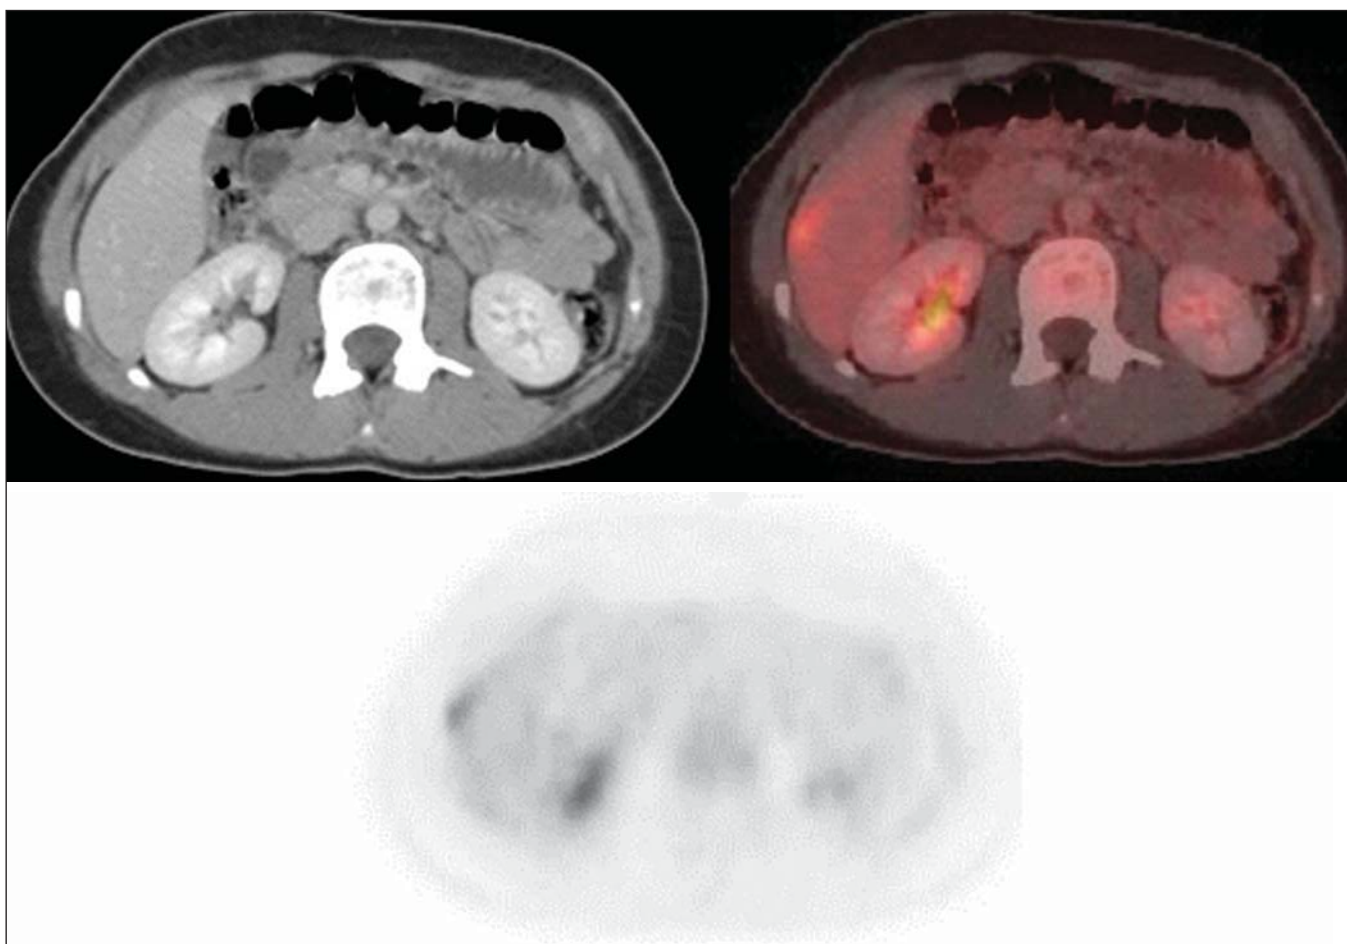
PET/CT e TC da mesma paciente da Figura 2 mostra área focal de moderada captação pelo radiofármaco na periferia do segmento VI hepático, com aumento da captação de radiofármaco na fase tardia, sem evidência de lesão à TC. A lesão se tratava de metástase diagnosticada somente pela PET (acentuada atividade glicolítica) e não pelo estudo tomográfico (anatômico).
